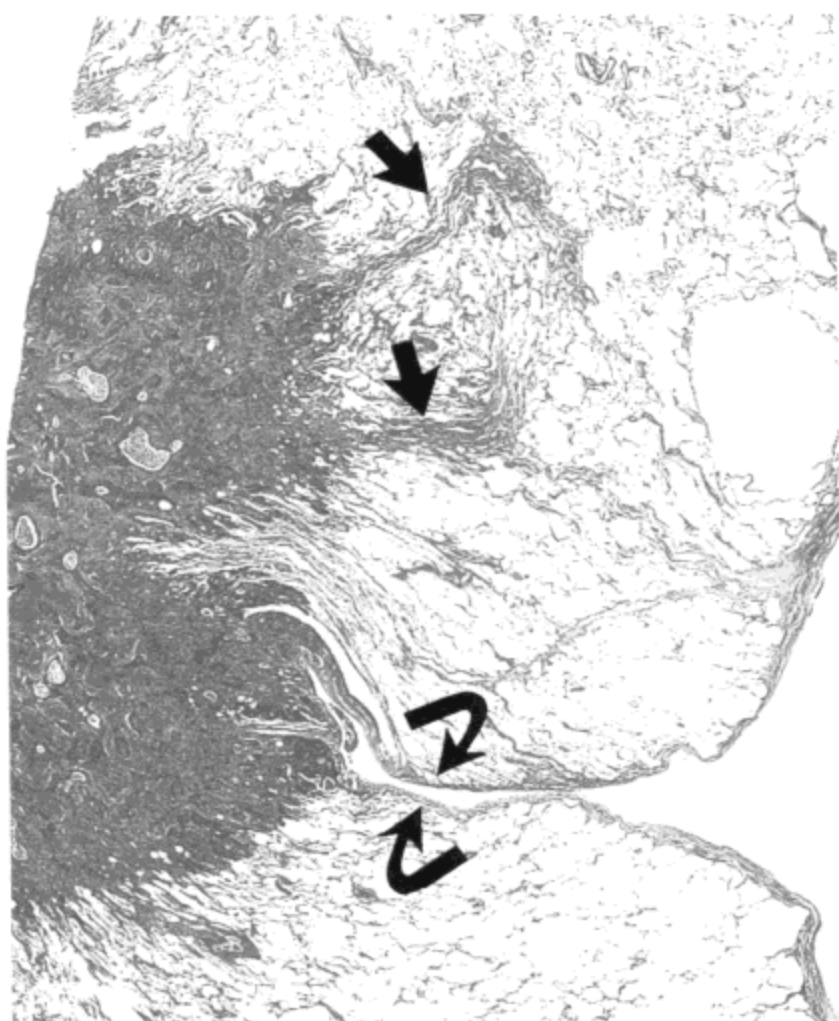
腺癌—胸膜凹陷。低倍光镜显微照片示胸膜的深切迹陷入肿瘤的中心部（弯箭号）。两个小的亚段肺不张灶（直箭号）也很明显，与X线影像的毛刺相应。
